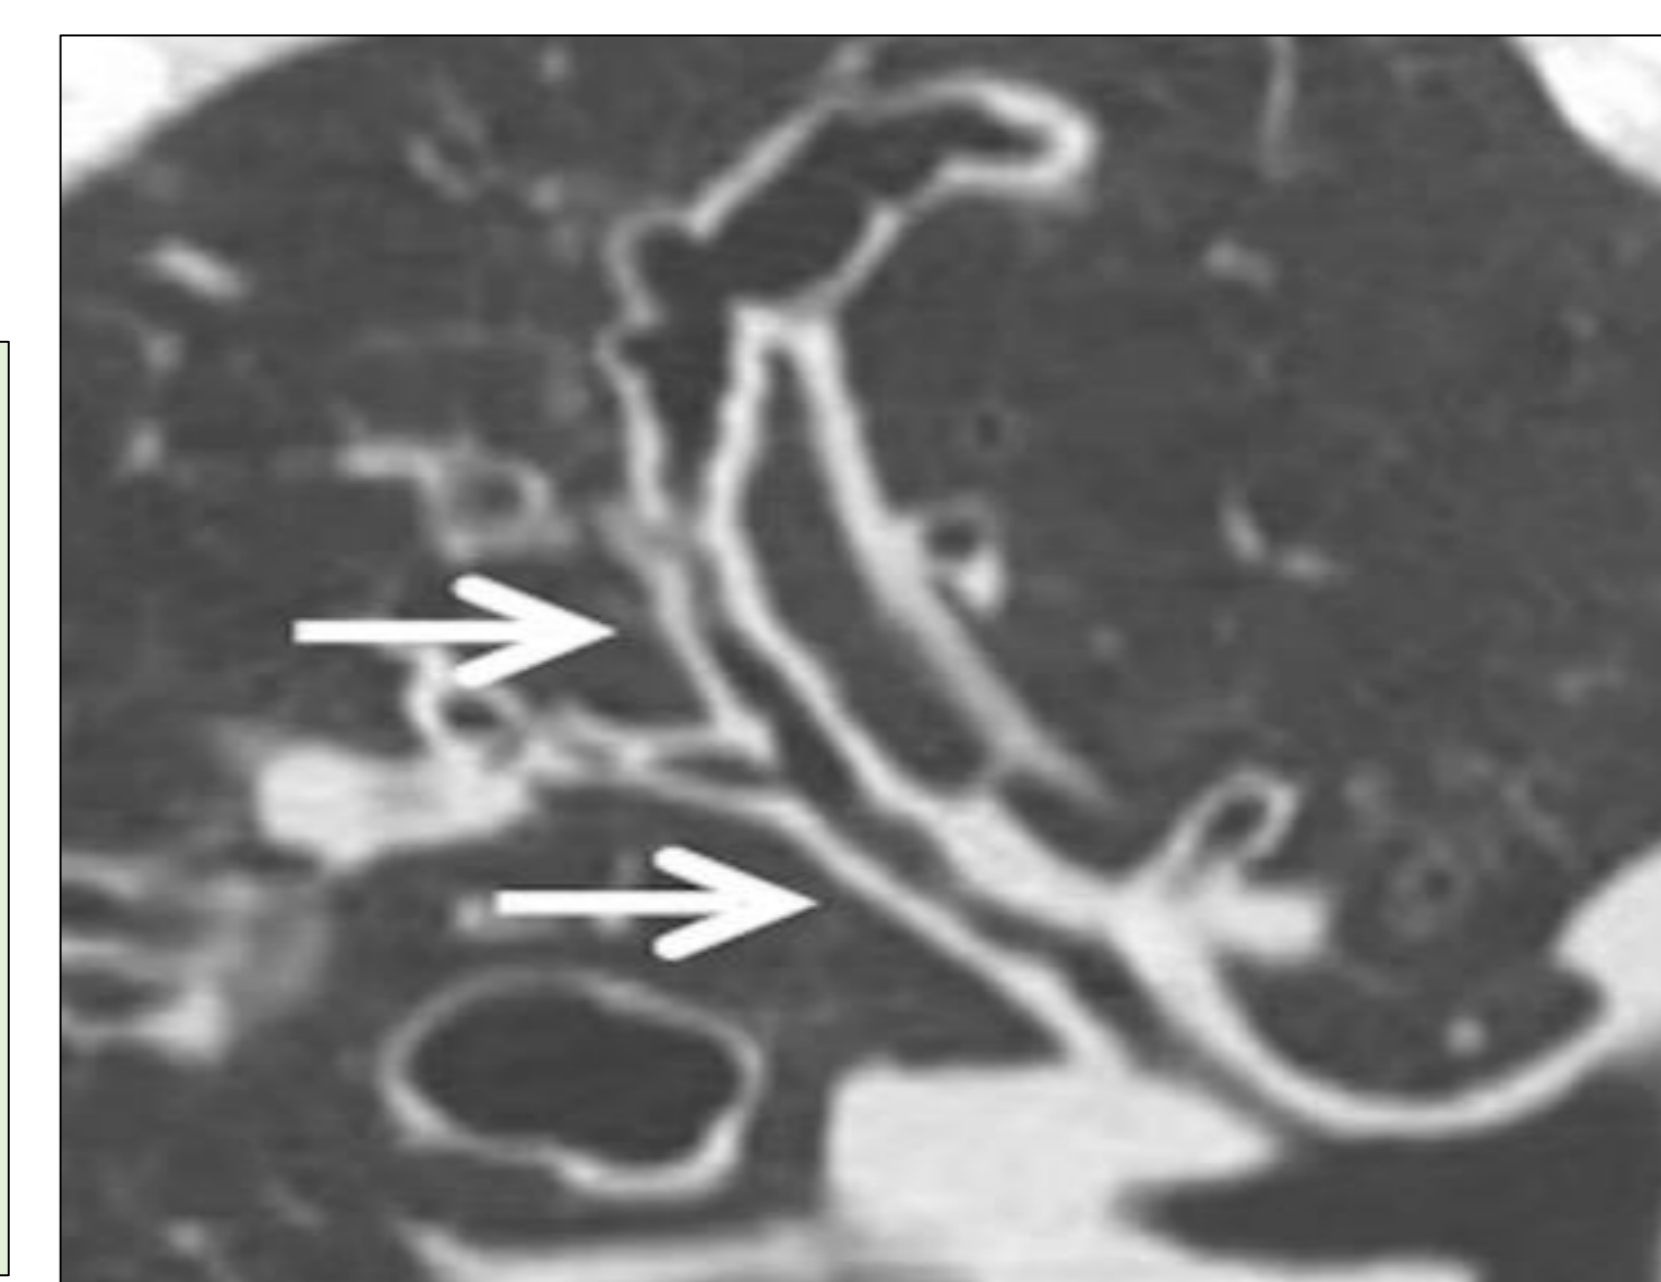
TC. BQ varicosa: Pared bronquial engrosada con falta del progresivo afilamiento bronquial
